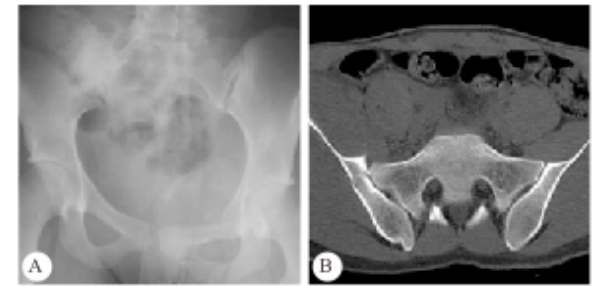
ⅢA 型骨折脱位术前骨盆正位 X 线(A)和骨盆 CT(B)
